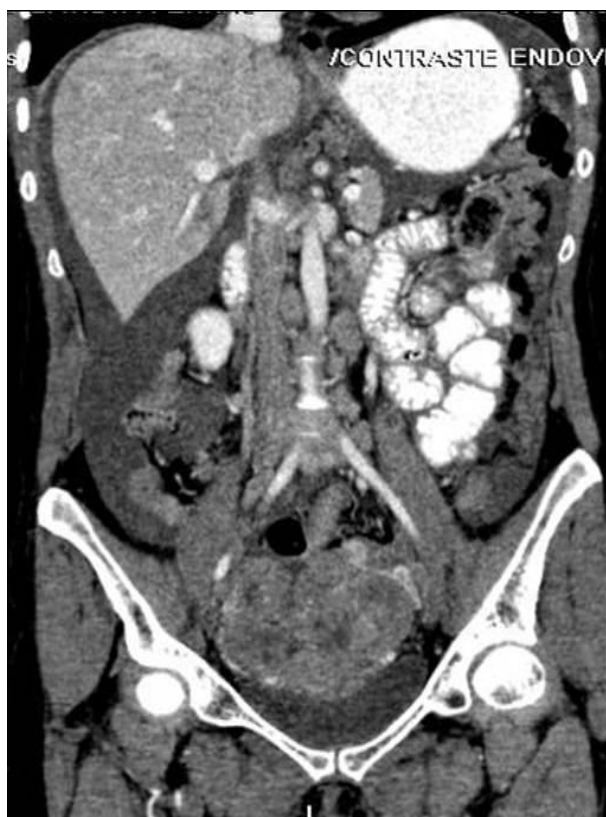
Reformatação no plano coronal de TC de estadiamento de carcinoma do ovário mostrando volumoso tumor pélvico com realce heterogêneo, adenomegalias latero-aórticas e ascite.
